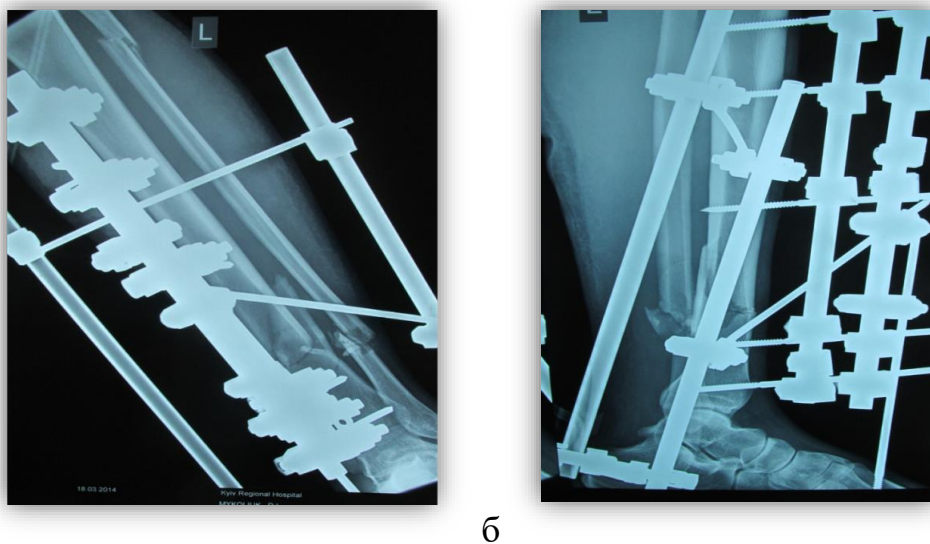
Фотовідбитки інтраопераційної рентгенограми
